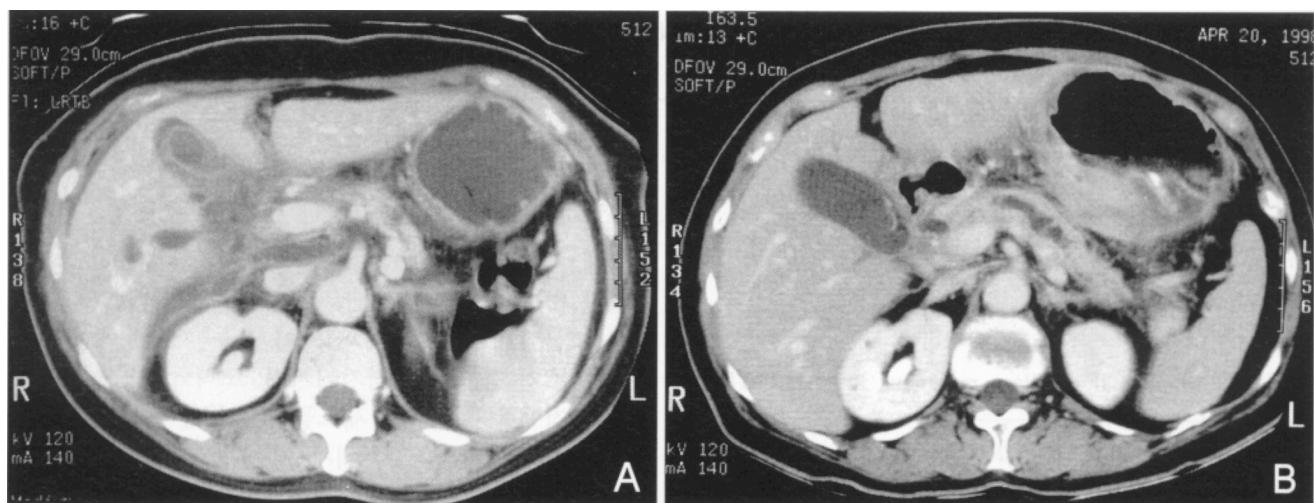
Abdominal computed tomographic findings. (A) On admission, peripancreatic infiltration and fluid collections were seen. Also perihepatic ascites was discernable. However, dilatation of the main pancreatic duct was not remarkable. (B) About 2 months later, the main pancreatic duct was found to be markedly dilated. Markedly thickened posterior wall of the stomach was noted.
